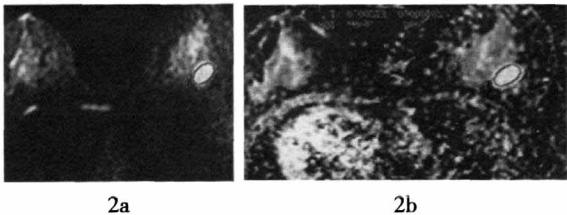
左乳纤维腺瘤 DWI 和 ADC 图 患者女性，47 岁，左乳腺平乳头水平外侧腺体不规则形异常信号，边缘清晰，图 2a：DWI 轴位图，示病灶呈高信号；图 2b：ADC 轴位图，示病灶呈高信号。
